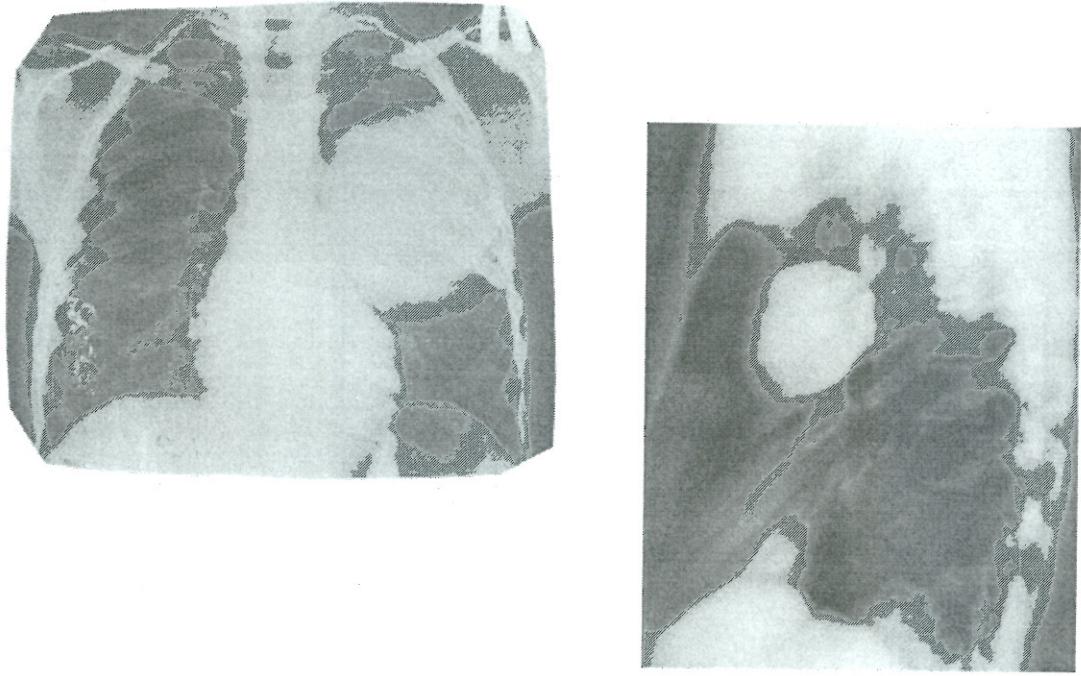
Рентгенограмма легких у больных с эхинококкозом (эхинококковые кисты в правом и левом легких).
